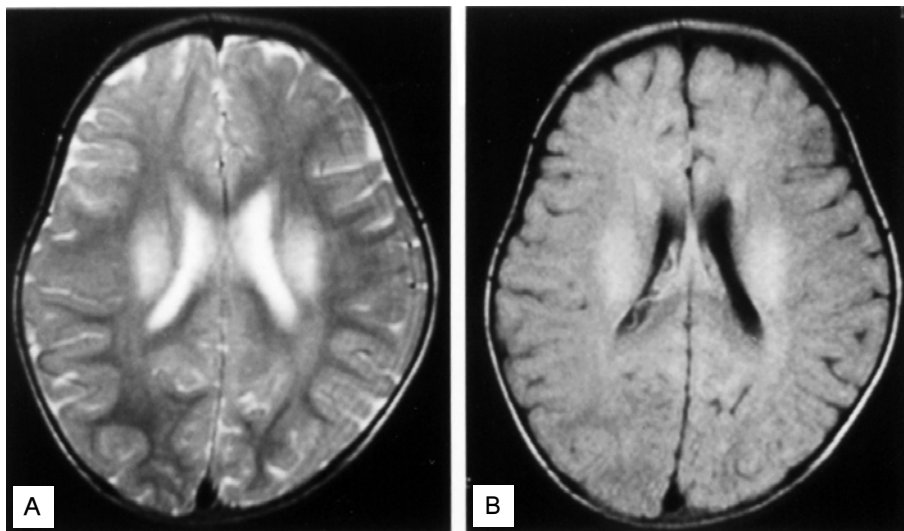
Brain MRI at the age of 14 months shows high signal intensity lesion in bilateral periventricular white matter, posterior rim of internal capsule, basal ganglia and brain stem on T2W1(A) and FLAIR image(B).
